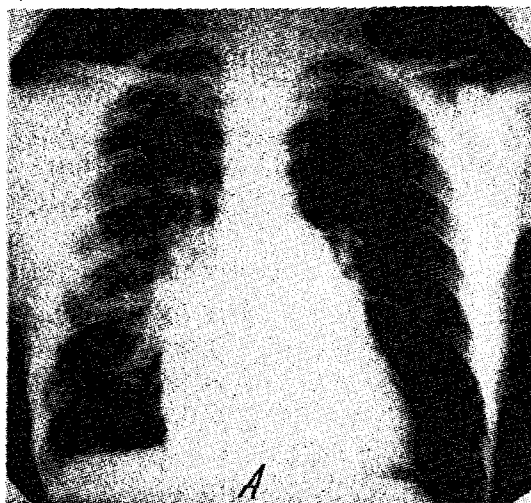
Radiografie toracică la un bolnav cu stenoza mitrală.
